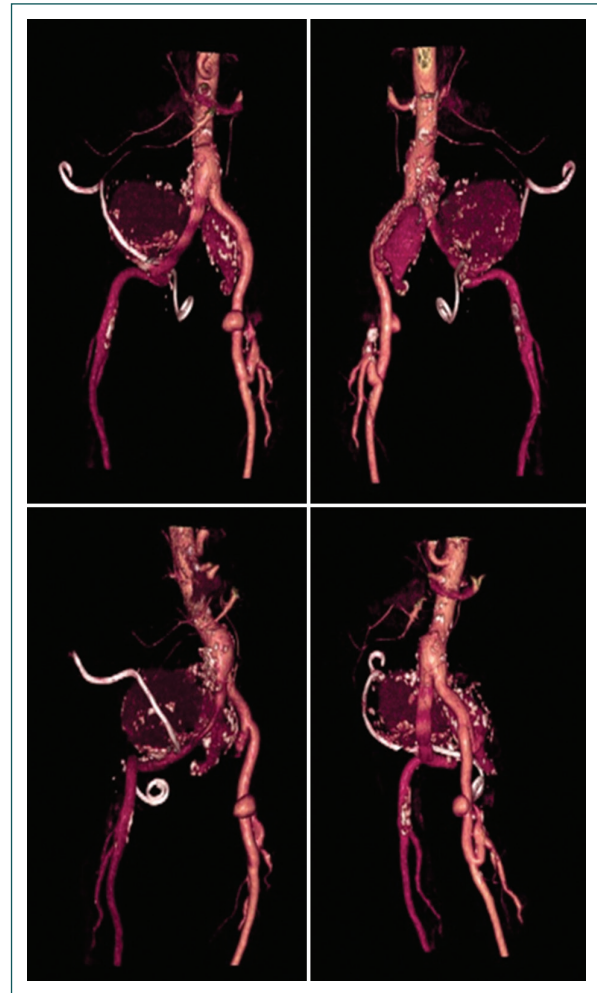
Angiotomografía de aorta abdominal y de arterias ilíacas. Se observan tres aneurismas localizados en las arterias ilíacas común derecha, interna izquierda y externa izquierda.
